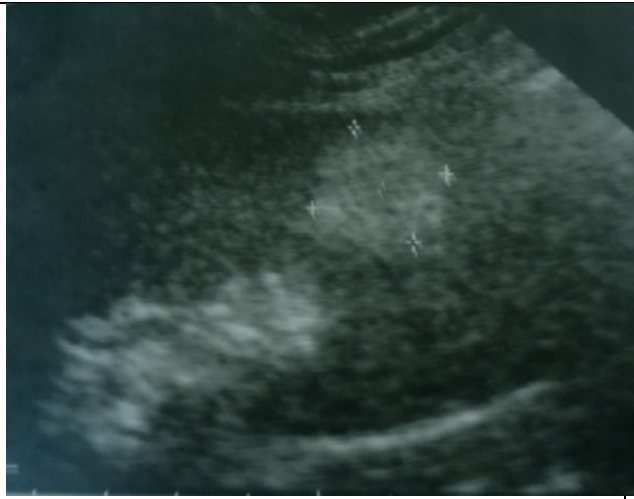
échographie (1994) : AML rénal gauche 2cm.
